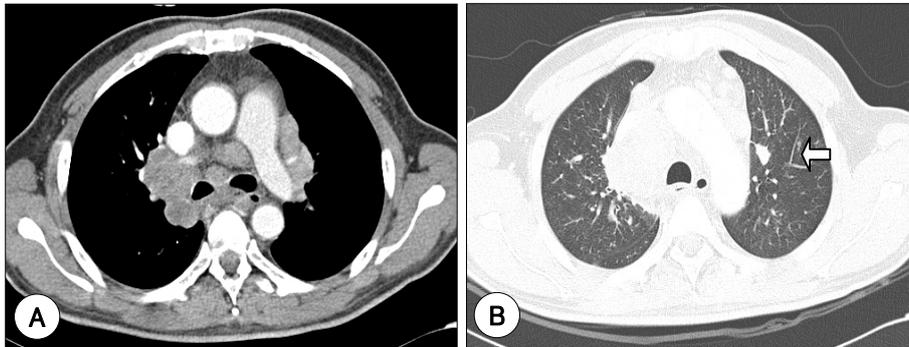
Chest computerized tomography shows bilateral hilar lymphadenopathy(A). Multiple pulmonary metastatic nodules(B).
